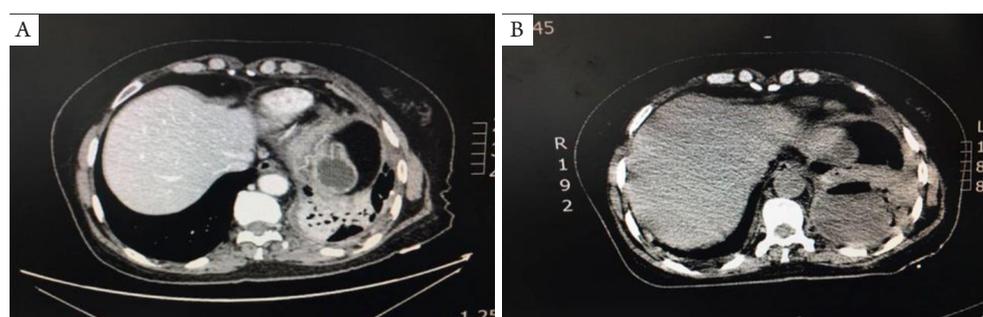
五线奥希替尼治疗前(2017年9月6日)胸部CT检查所见原发病灶(A)及左肺下叶脓肿(B)
